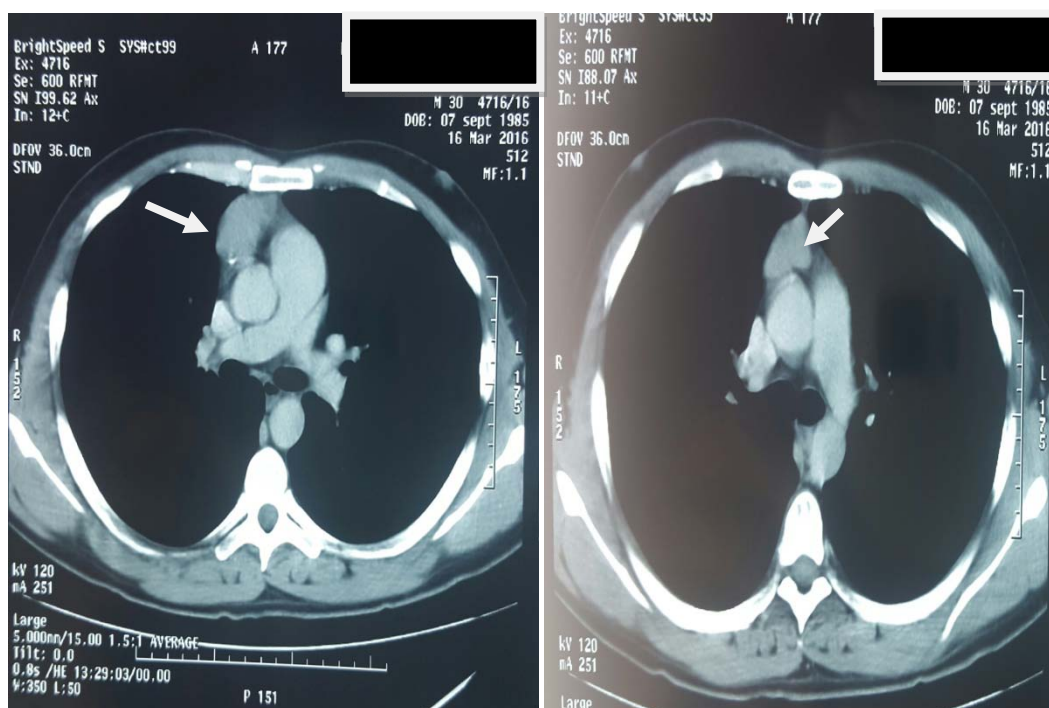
TDM thoracique en coupes axiales montrant une image d'une masse médiastinale antérieure concernant l'étage moyen du médiastin mesurant 27*44 mm de nature tissulaire, sans signes d'infiltrations évoquant un thymome.
